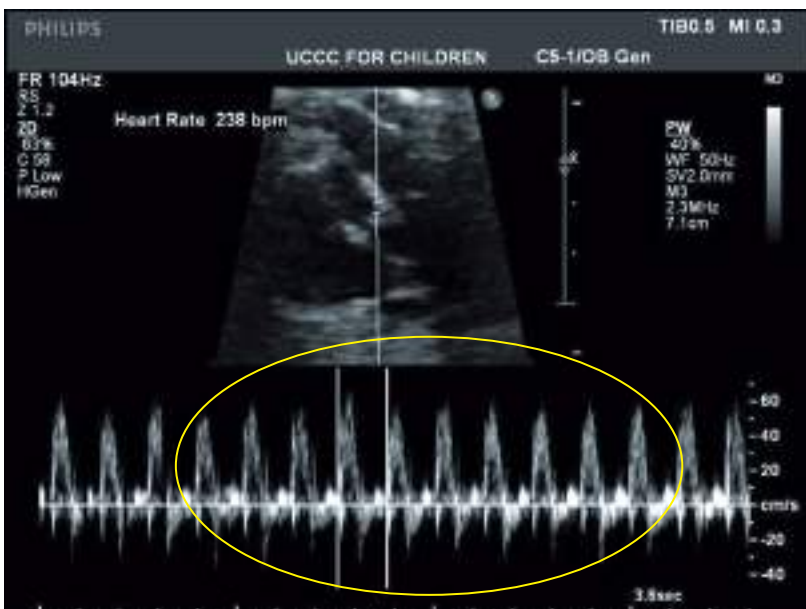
УЗИ, Суправентрикулярная тахикардия.
